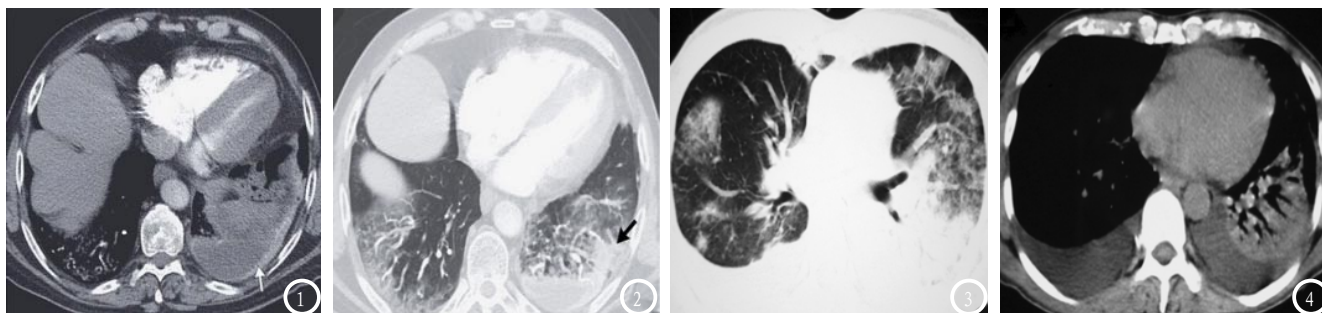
2为同一患者,男,60岁,因胸腔积液、胸膜炎性胸痛入院,图B为胸部CT纵膈窗图像,显示左侧胸腔积液,存在胸膜增厚现象;图C为CT肺窗图像,显示左下叶不均匀实变;图3-4为同一患者,男,58岁,因持续发热入院,胸部CT检查可见左下肺实质性病变,显示支气管充气征,双肺存在浸润影,伴胸腔积液。
